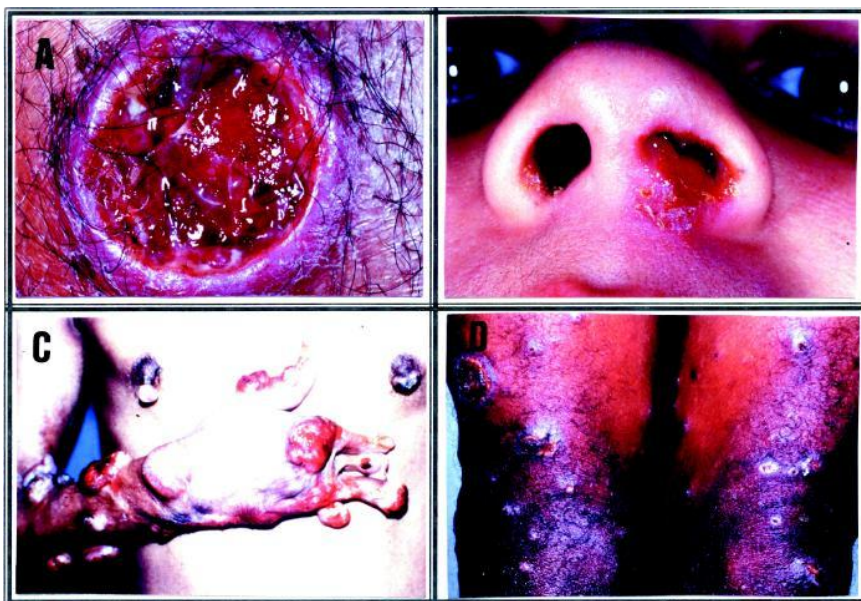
ASPECTOS CLÍNICOS DA LTA.
